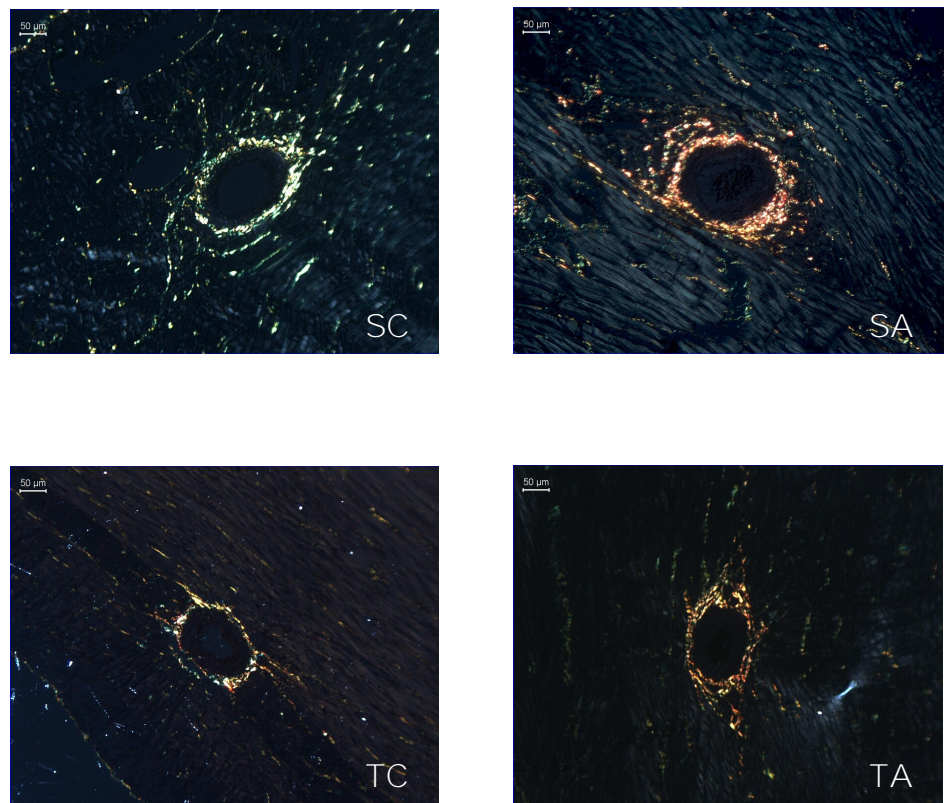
Fotos ilustrativas do colágeno perivascular nos quatro grupos estudados. Colágeno quantificado sob luz polarizada, com a utilização de lentes de aumento de 20x. Sedentário Controle (SC), sedentário tratado com esteróide anabolizante (SA), treinado controle (TC) e treinado tratado com esteróide anabolizante (TA).
